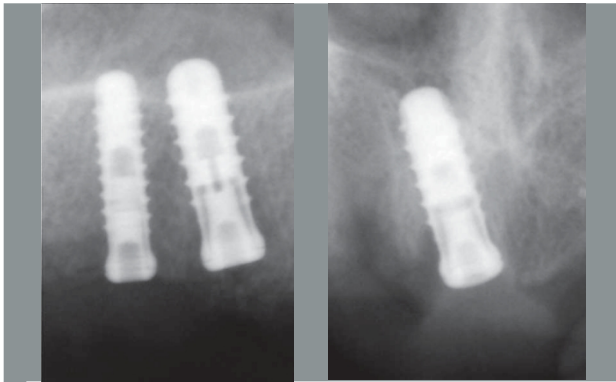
Radiografía postoperatoria del primer cuadrante
